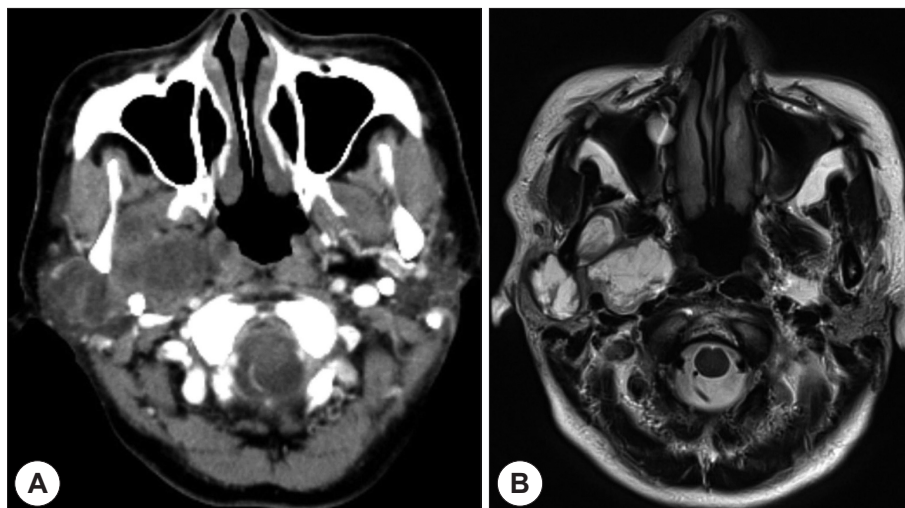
A : Preoperative contrast Neck CT revealing dumbbell shaped prestyloid parapharyngeal soft tissue mass. B : Oropharyngeal contrast MR imaging.
